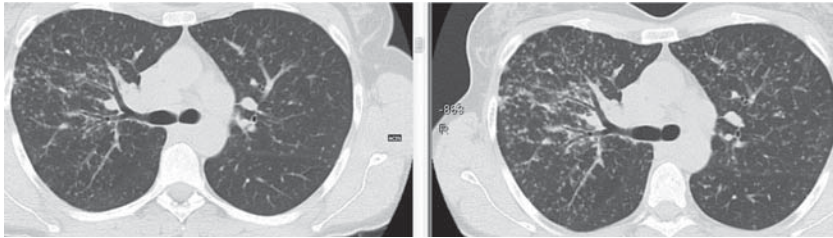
КТ хворої на саркоїдоз II стадії: зліва – до лікування, праворуч – після тримісячної терапії метилпреднізолоном.
